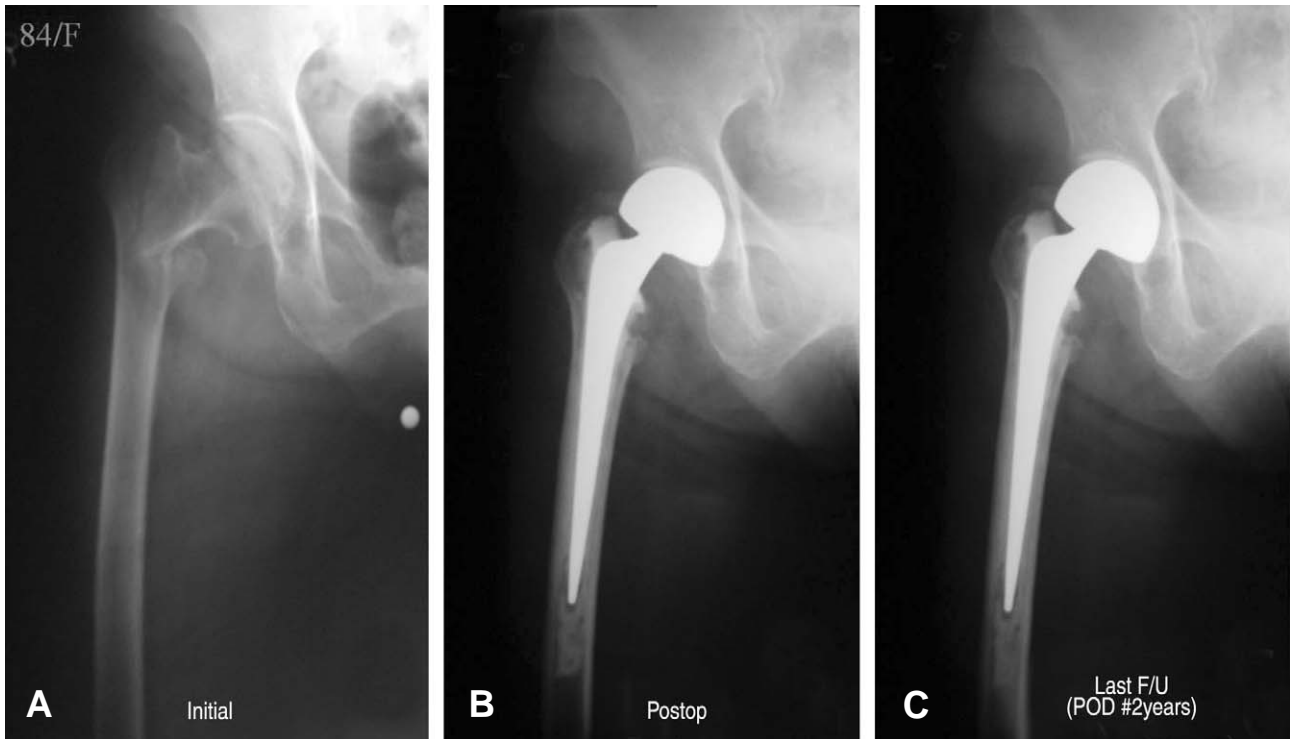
(A) Preoperative radiograph of a 84 years old female shows intertrochanter fracture. (B) Immediate postoperative radiograph shows stable stem fixation.(Kelley Grade A) (C) Post operative 2 years radiograph shows stable fixation.
